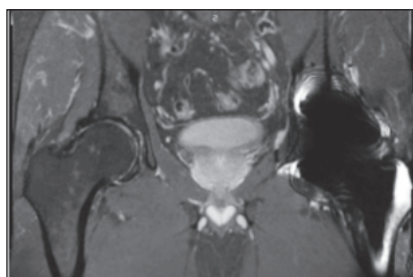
МРТ таза и ТБС. Слева виден эндопротез, создающий артефакт²
